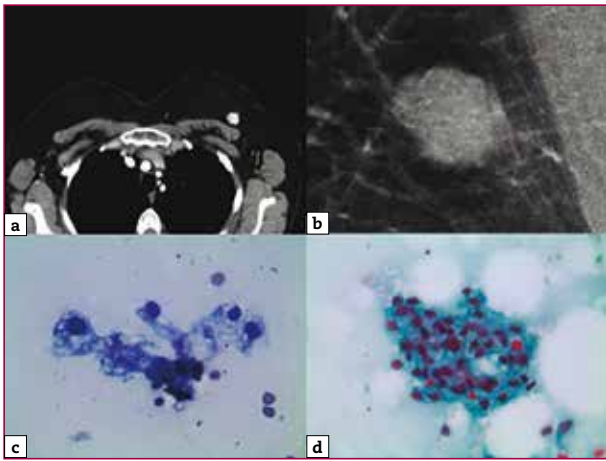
a) TC; b) Mamografia; c) Diff-Quick; d) PAP.
